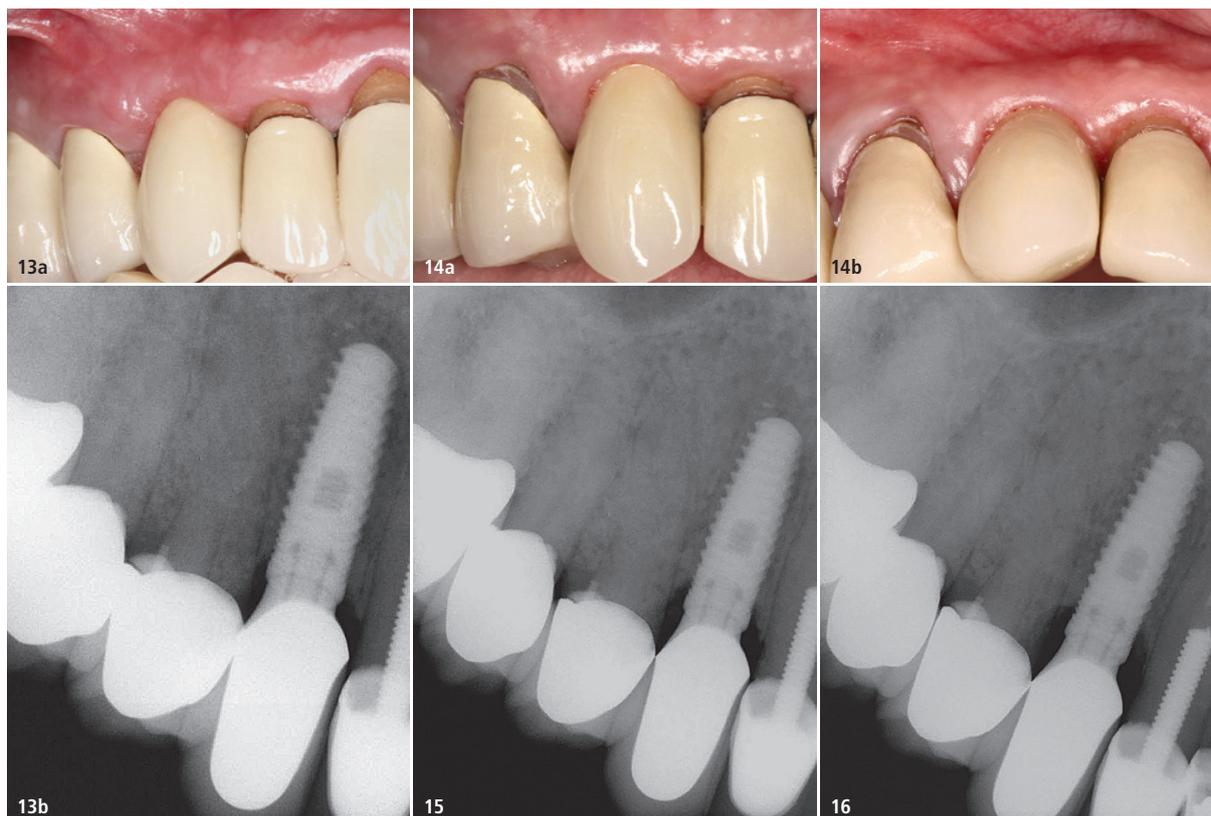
Endgültige Einzelkronenversorgung mit geeigneter bukkaler Kammanatomie. – Abb. 14a und b: Nachuntersuchung nach einem Jahr zeigt Erhaltung der bukkalen Anatomie. – Abb. 15: Röntgenaufnahme nach einem Jahr zeigt Erhaltung des krestalen Knochniveaus. – Abb. 16: Nachuntersuchung nach zwei Jahren zeigt Erhaltung des krestalen Knochniveaus.
